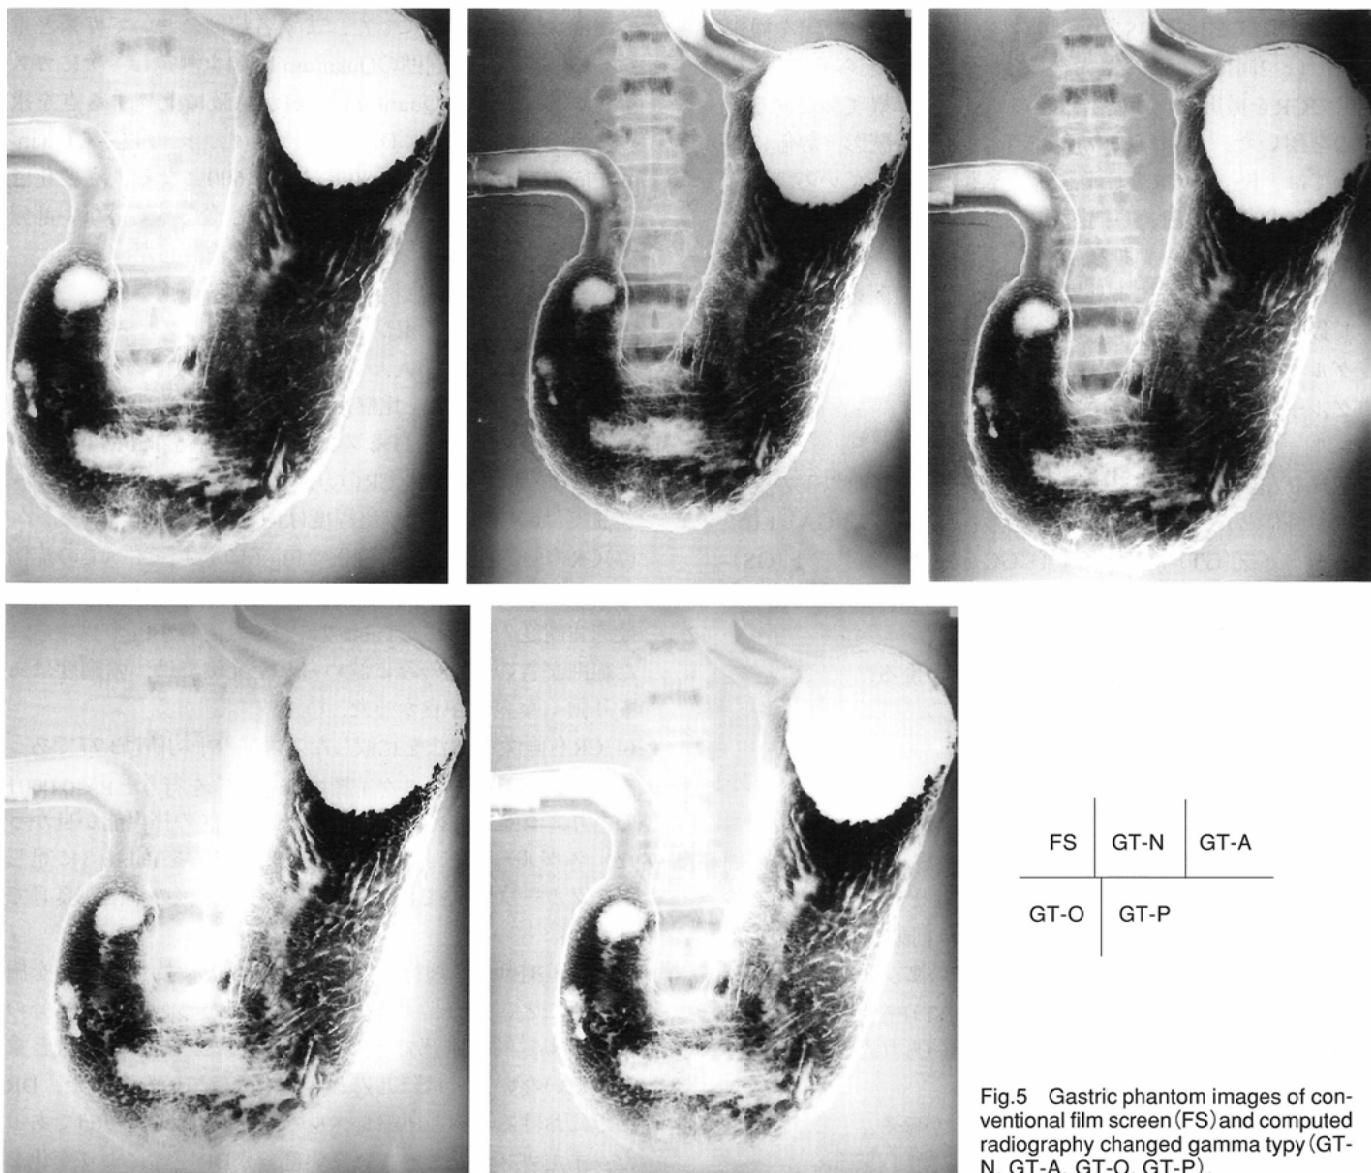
Gastric phantom images of conventional film screen (FS) and computed radiography changed gamma typy (GT-N, GT-A, GT-O, GT-P).
